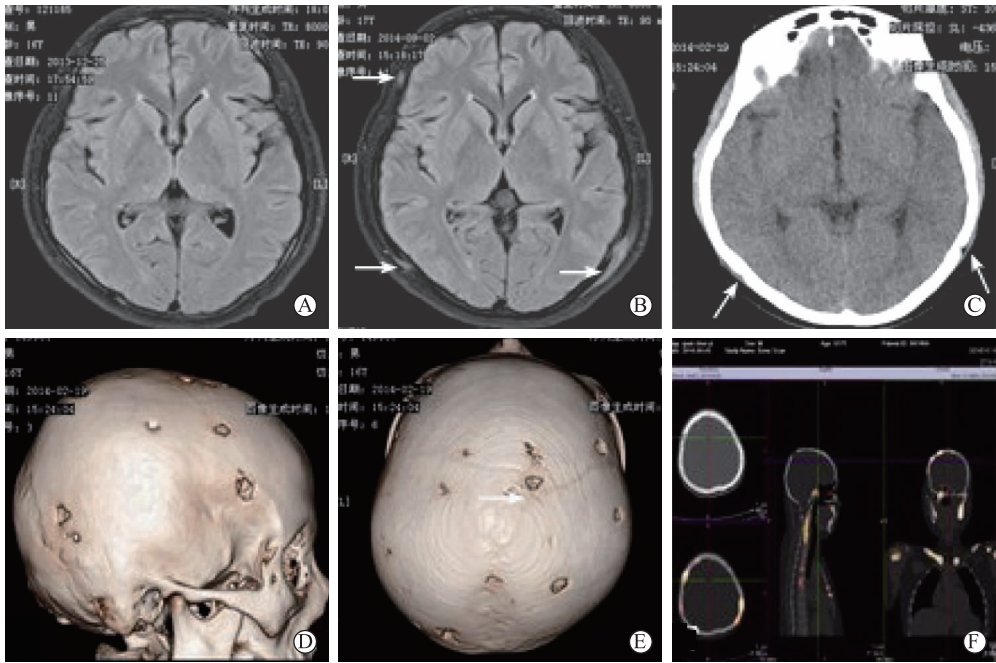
2013 年 12 月的头颅 MRI 显示无异常(A);2014 年 2 月的头颅 MRI 显示多发颅骨病变,累及邻近脑硬膜(B);头颅 CT 及三维成像显示多个穿孔、圆形、椭圆形或纽扣样溶骨性病变(C、D、E);放射性核素骨扫描显示多个骨代谢活性异常病变颅盖骨、颅底、上颌骨、下颌骨、脊椎骨、胸骨、锁骨和肱骨(F)
